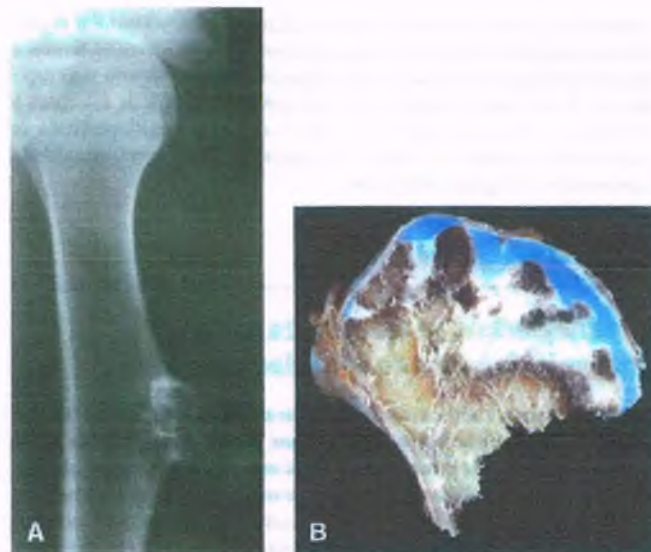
Osteocondroma. A. Radiografía de un osteocondroma del húmero en la que se observa una lesión en contigüidad directa con el espacio medular óseo. B. Al corte transversal del osteocondroma, se observa una capa de cartilago calcificado que recubre a tejido óseo esponjoso mal organizado.
